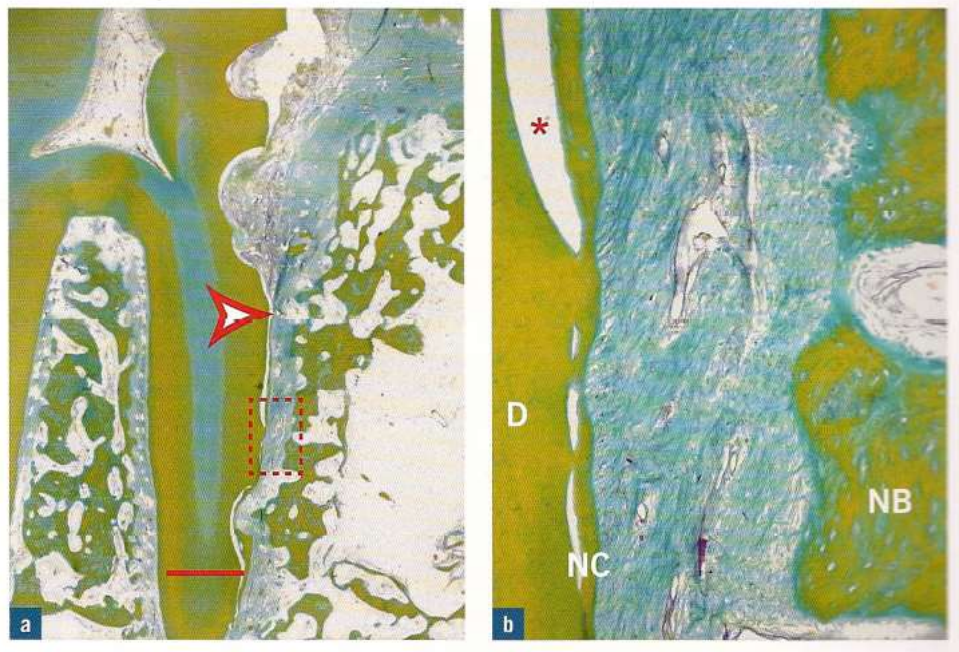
A. Microfotografía representativa que muestra la cicatrización después del tratamiento de RTG en un defecto intraóseo en un mono. Nuevo cemento, nuevo ligamento periodontal y el hueso nuevo se han formado coronal a la muesca (línea roja) situado en el nivel más apical del defecto. La flecha roja indica el nivel más coronal de la formación de nuevo cemento. B. Gran aumento de la zona en el rectángulo rojo en 4.1a. Una capa delgada de nuevo cemento celular (NC) con la inserción de las fibras de colágeno se ha formado en la dentina (D) de la raíz instrumentado y se acompañó por la formación de hueso nuevo (NB). El asterisco indica una división artificial observada con frecuencia entre el nuevo cemento y la raíz²⁶.
